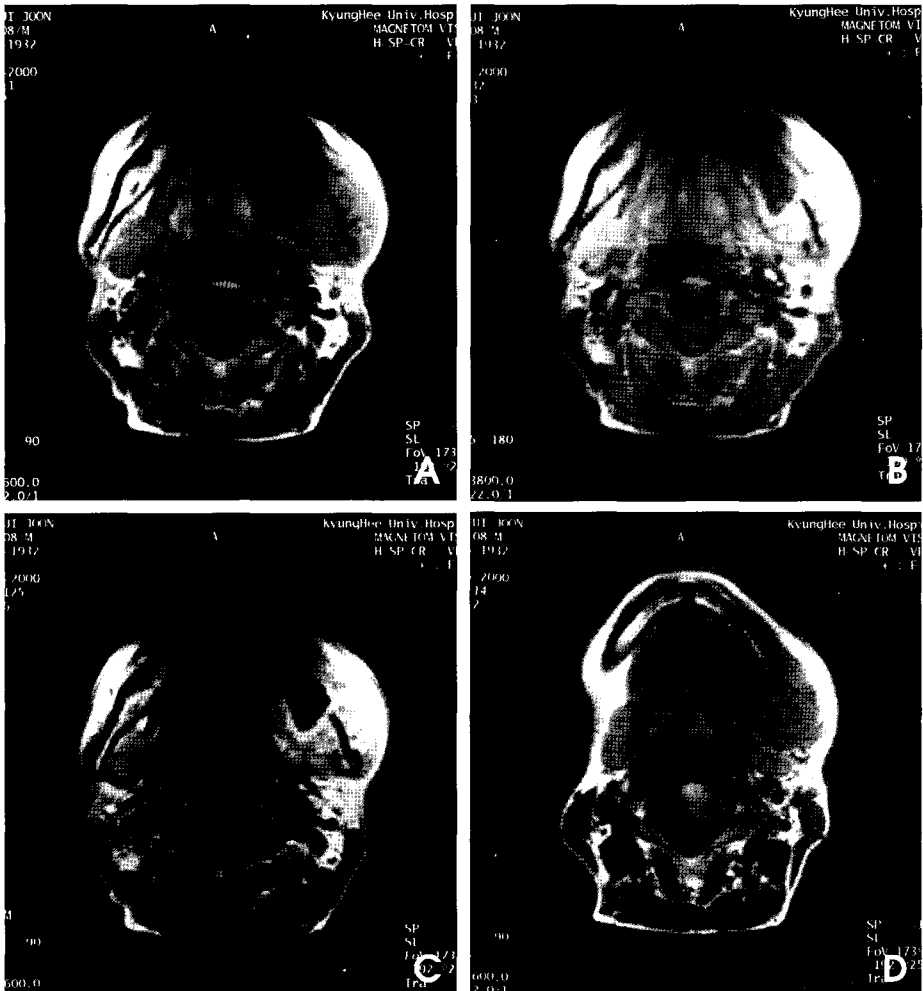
A, B, C. MR scans show an ill-defined mass lesion of the left mandibular body. The mass lesion shows heterogeneous intermediate signal intensity on T1-weighted image, heterogeneous high signal intensity on T2-weighted image, and heterogeneous enhancement, containing central non-enhanced area that is likely to represent a necrotic portion. D. The left submandibular gland is displaced to the medial and posterior side, but there is no definite evidence of infiltrative tumor growth.
